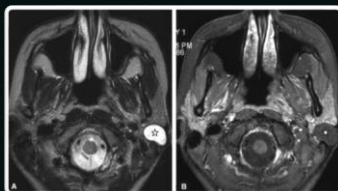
Axial T1-weighted MR image (A) and axial T2-weighted MR image (B) showing the parotid glands. The parotid glands are visible on the sides of the face. The parotid glands are visible on the sides of the face.
